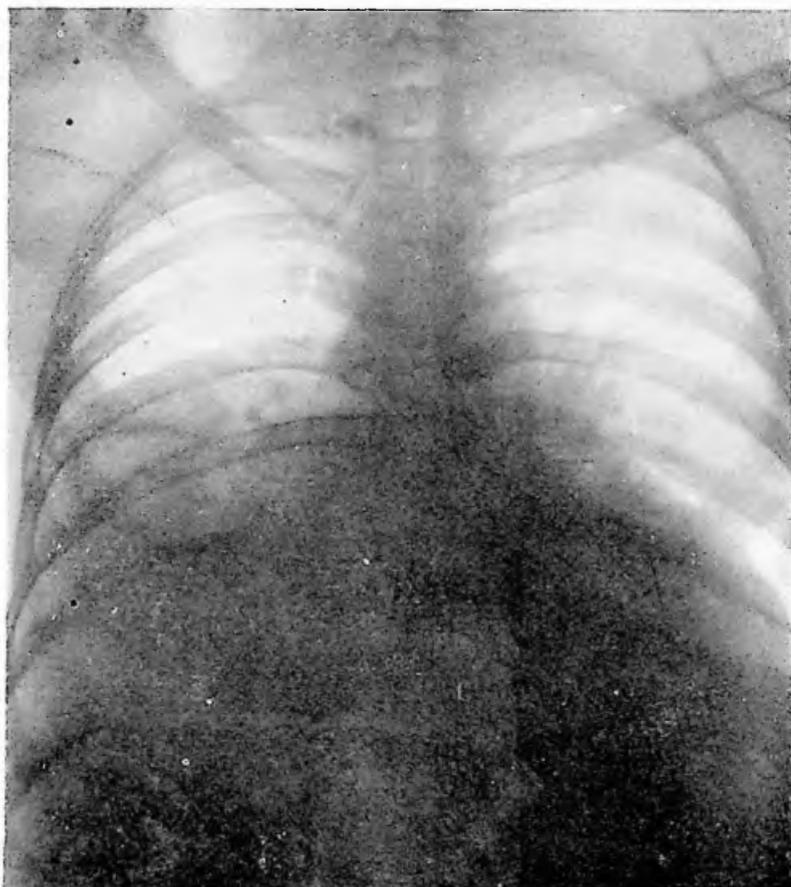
Obs. II: Tele-radiografia do tórax: Derrame pleural bilateral, metnos abundante à esquerda. A figura cardíaca está aumentada.
